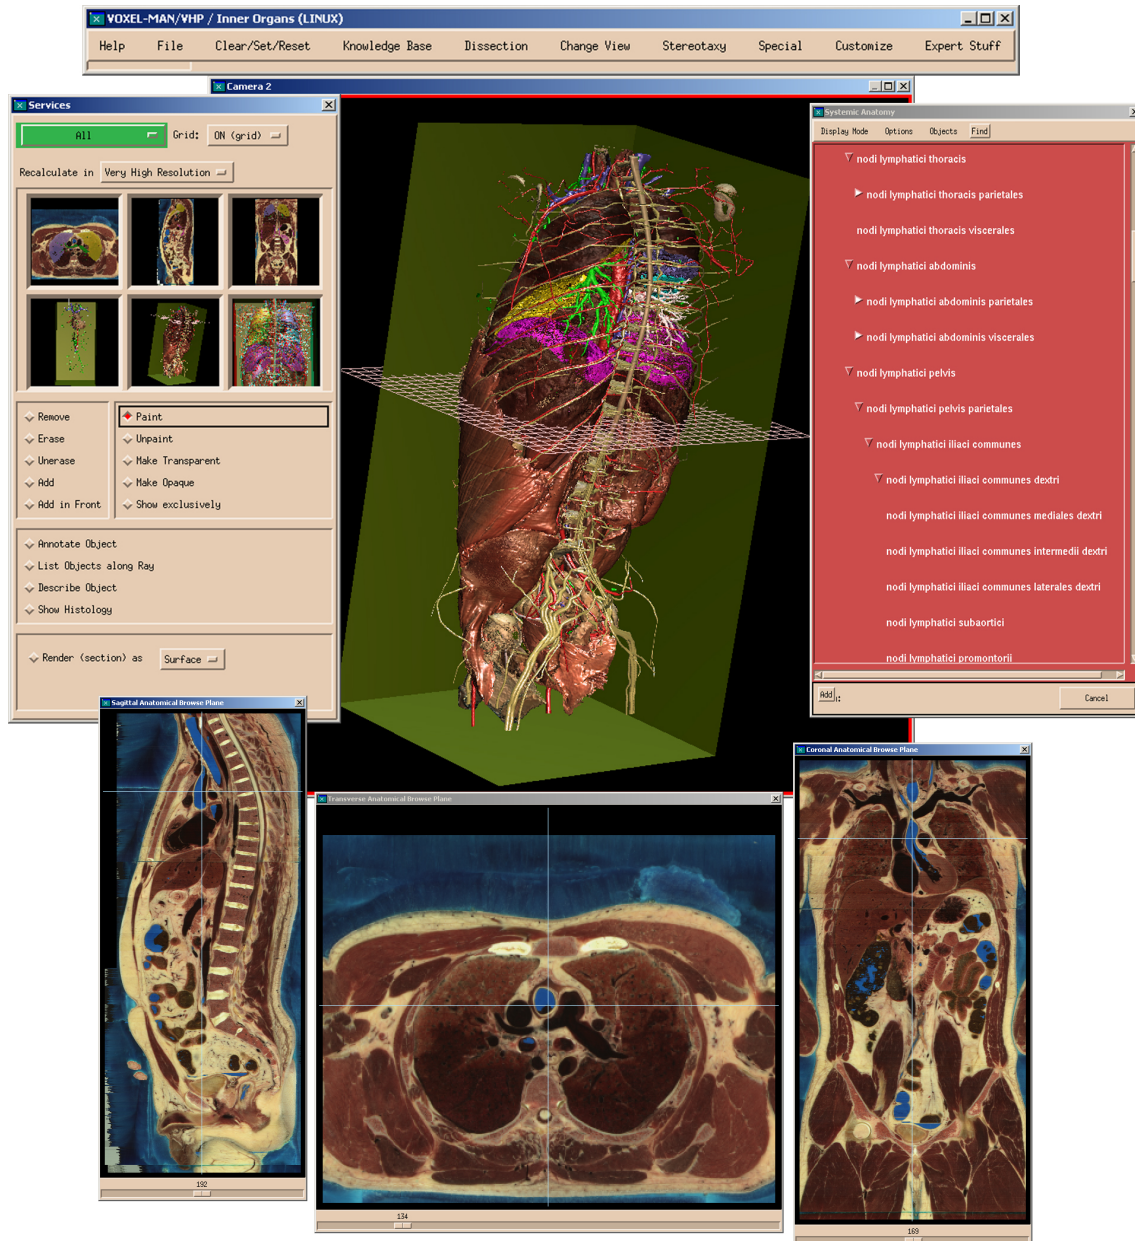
Das VOXEL-MAN-Autorensystem. Das dargestellte System kann als Eingangsdatensatz alle Schnittbildmodalitäten (z.B. CT, MRT, Ultraschall, PET und Kryotom-Bilder) verwenden und bietet für die Bearbeitung der Daten transversale, longitudinale und sagittale Ansichtsfenster sowie, mehrere 3D-Ansichtsfenster und Auswahl- und Kategorisierungsfenster. Erst durch diese verschiedenen Ansichts- und Auswahlmöglichkeiten war die Modellierung des lymphatischen Systems möglich.
